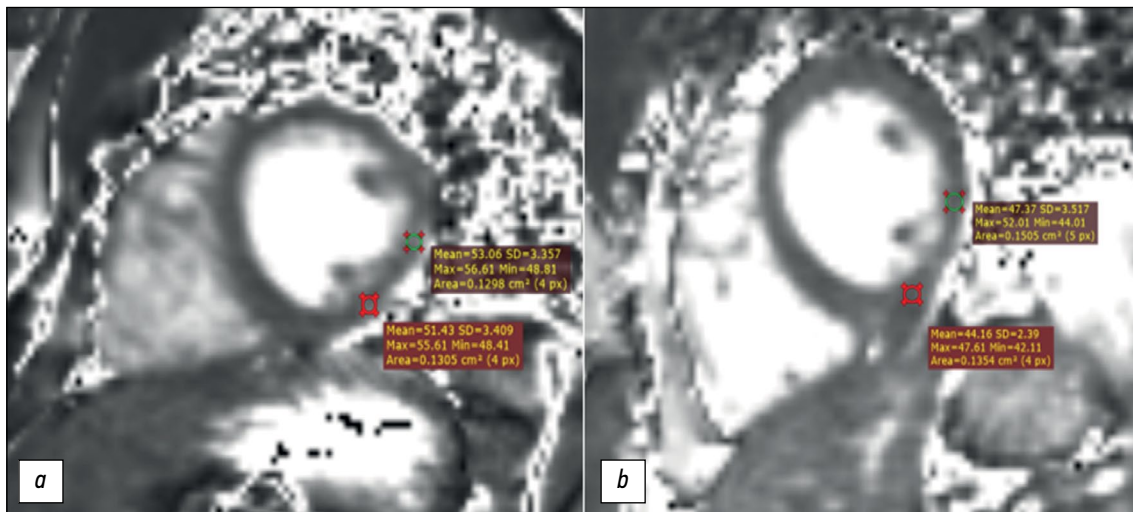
Магнитно-резонансная томография сердца в режиме T2-картирования по короткой оси левого желудочка в базальных сегментах: *a* — магнитно-резонансная томография сердца исходно: в области нижнего и нижнебокового сегментов отмечается повышение времени релаксации T2 (>50 мсек), что свидетельствует о наличии отёка; *b* — магнитно-резонансная томография сердца в динамике через 1,5 месяца: параметр нативного T2 в пределах нормальных значений (<50 мсек). Цифрами указаны значения времени релаксации T2 в мсек.
